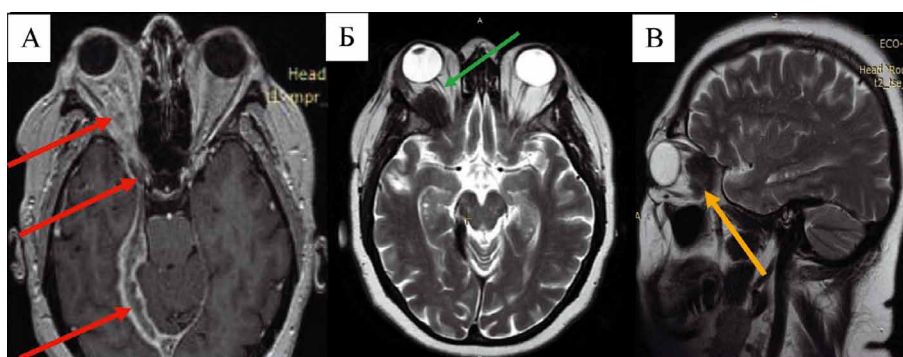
МРТ головного мозга до проведения оперативного лечения: Аксиальные срезы, T1-взвешенное изображение с контрастным усилением (А), красными стрелками указано объемное образование, направляющееся от намета мозжечка до орбиты; T2-взвешенное изображение (Б), зеленой стрелкой отмечен компримированный новообразованием правый зрительный нерв. T2-взвешенное изображение, сагиттальный срез (В) (Желтой стрелкой отмечено образование в правой орбите). Figure 1. MRI of the brain before surgical treatment: Axial sections, T1-weighted image with contrast enhancement (A), red arrows indicate a mass lesion extending from the cerebellum to the orbit; T2-weighted image (B), the green arrow marks the tumor-compressed right optic nerve. T2-weighted image, sagittal section (B) (Yellow arrow indicates the formation in the right orbit)
